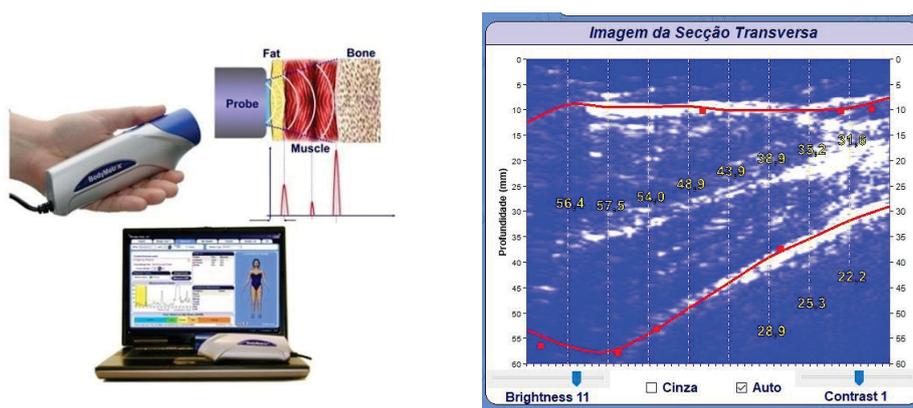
ULTRASOM (US) PORTÁTIL MODELO A-MODE, BODYMETRIX BX2000
